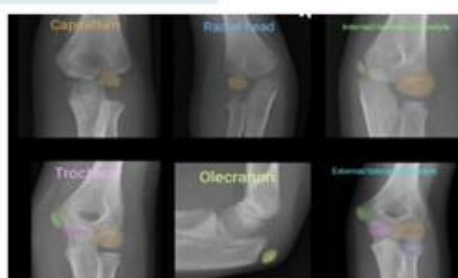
Centros de ossificação do cotovelo em radiografias pediátricas do cotovelo de frente e perfil
